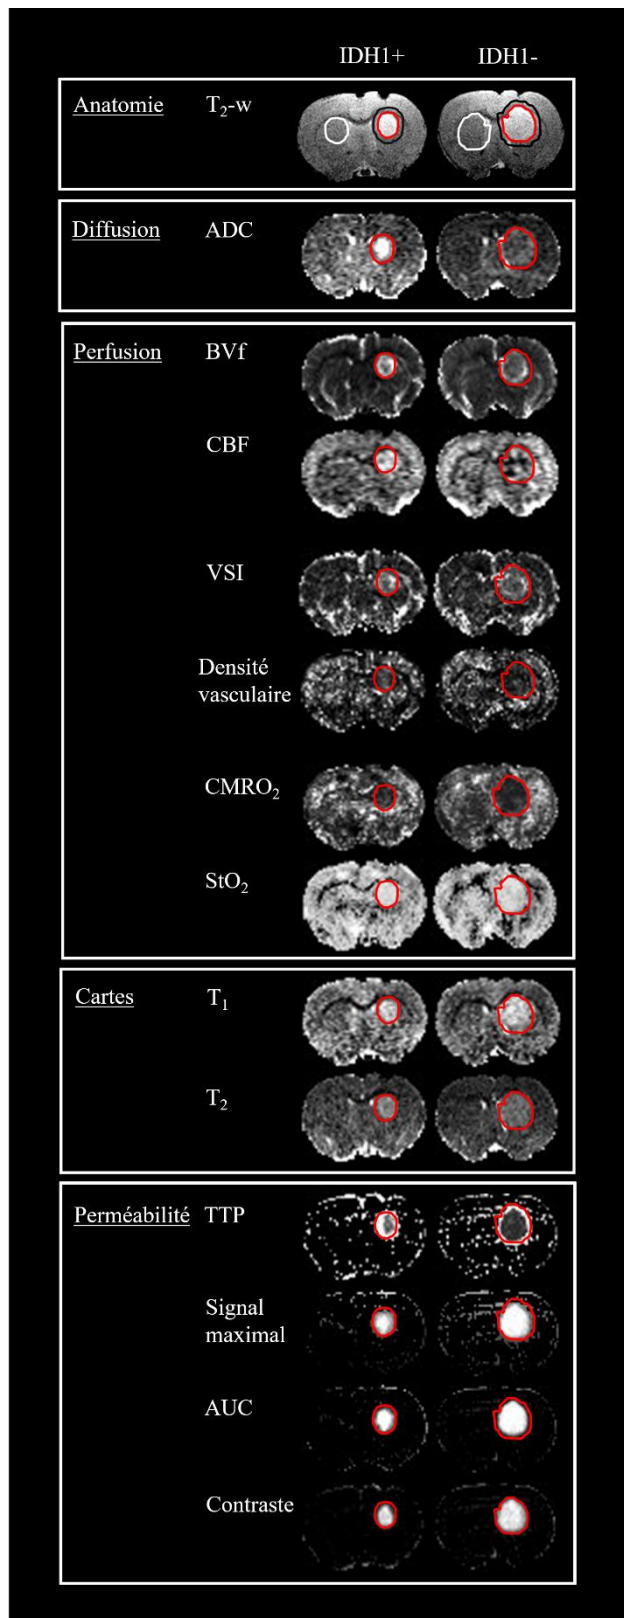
Cartes représentatives des paramètres IRM pour les tumeurs IDH1+ et IDH1-. Sur la carte T₂-w, le cercle rouge indique la ROI de la tumeur, le cercle blanc indique la ROI du tissu sain et le cercle noir délimite la ROI de la zone périphérique de la tumeur.
